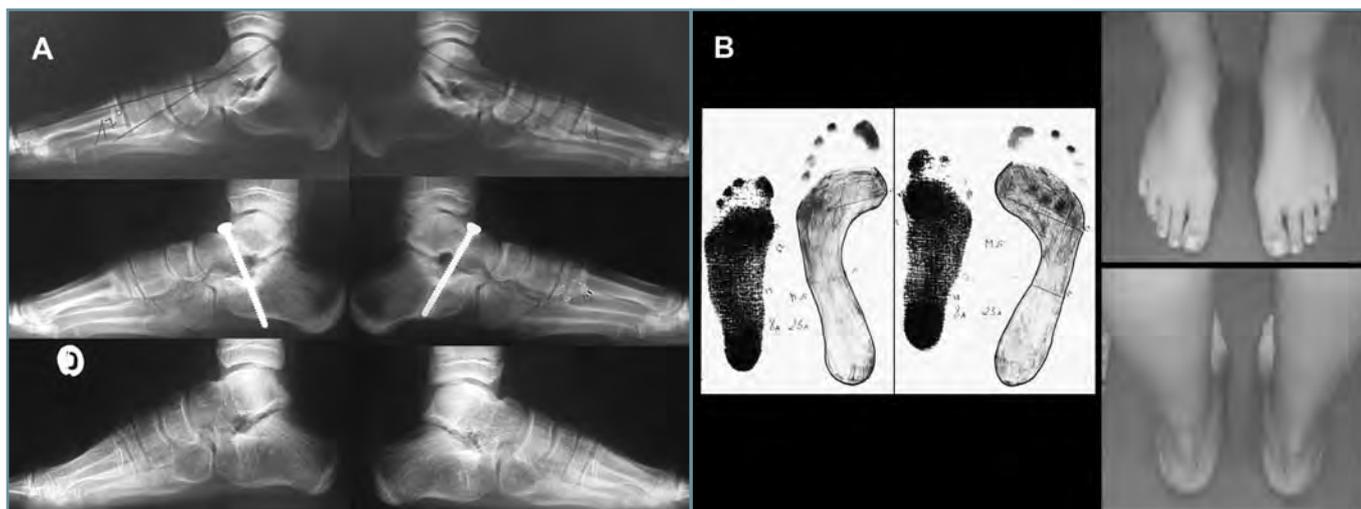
A) Radiografías correspondientes a un caso con imágenes preoperatorias (arriba), posoperatorias (centro) y a los 15 años (abajo). B) Plantígrama preoperatorio y a los 15 años. Aspecto externo del pie corregido.
